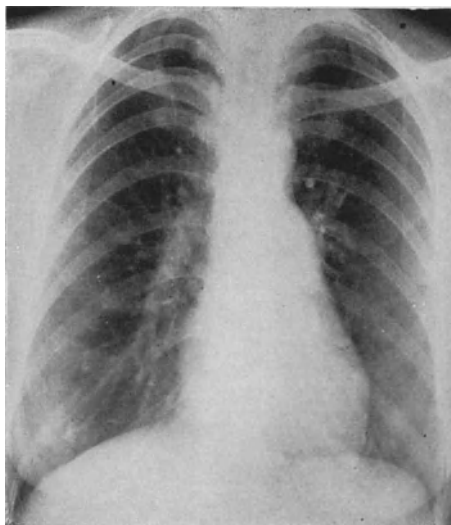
Röntgenaufnahme einer 33jährigen Patientin, die vor drei Jahren an Basedow erkrankte. Sie zeigt typische Mitralform. Über der ganzen prävasculären Zone wurde ein merosystolisches Geräusch — der Proto- und Mesosystole angehörend — auskultiert, ohne charakteristische Klangfarbe, wenig laut und ohne Fortleitung.
